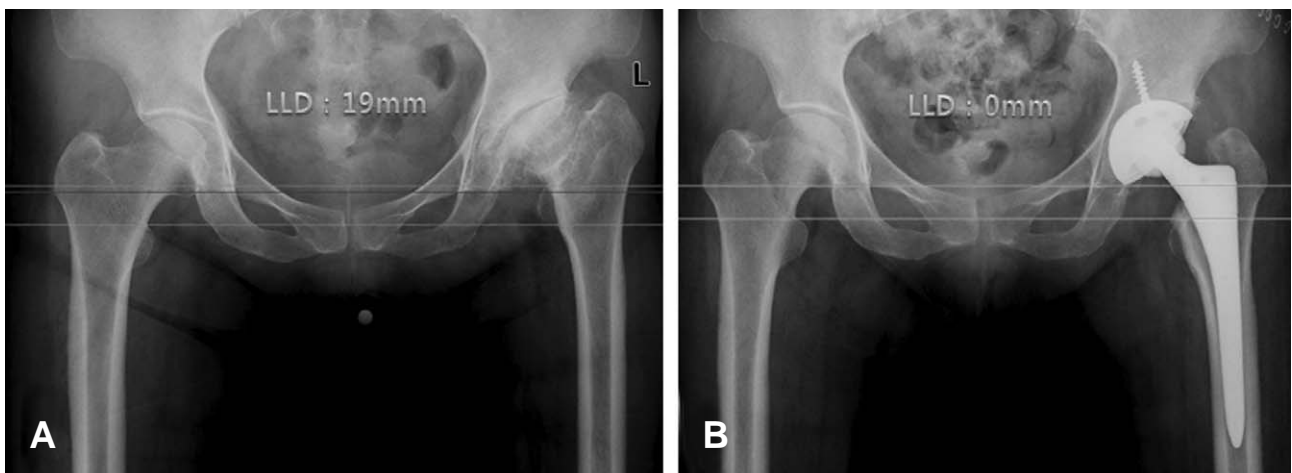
This patient is a 58-year-old female with left hip osteoarthritis. (A) Preoperative radiography shows shortening of the left hip. (B) Postoperative radiography shows equal leg length.
